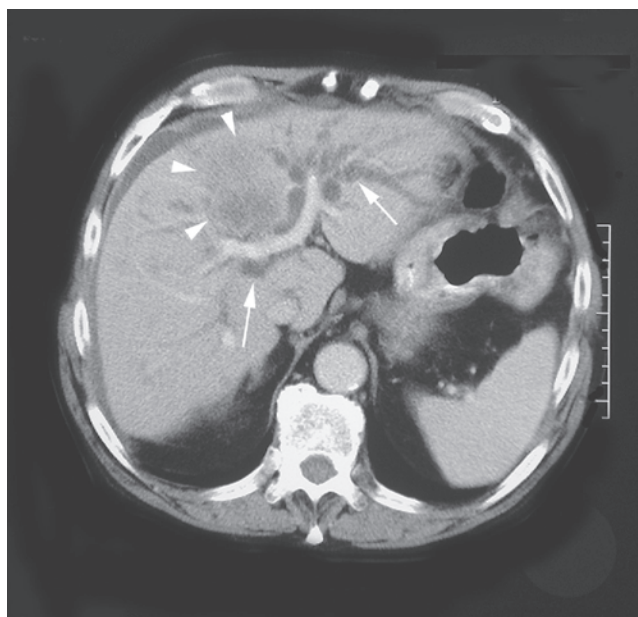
Tomografía computarizada de un paciente con cáncer de la vesícula biliar. La imagen que se muestra se tomó a nivel del hilio hepático. Se bifurca la vena porta en las ramas porta izquierda y derecha. El tumor ha invadido el segmento IV del hígado (*puntas de flecha*) y obstruye el conducto hepático común, lo que origina dilatación ductal intrahepática (*flechas*).
